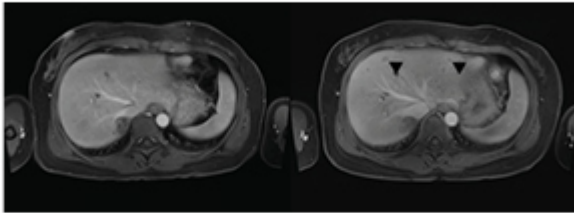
경동맥화학색전술 후 시행한 MRI 사진(좌측: TACE 2회 후의 동맥 조영기, 우측: TACE 3회 후의 동맥 조영기, 화살표: 새로 생긴 병변)
